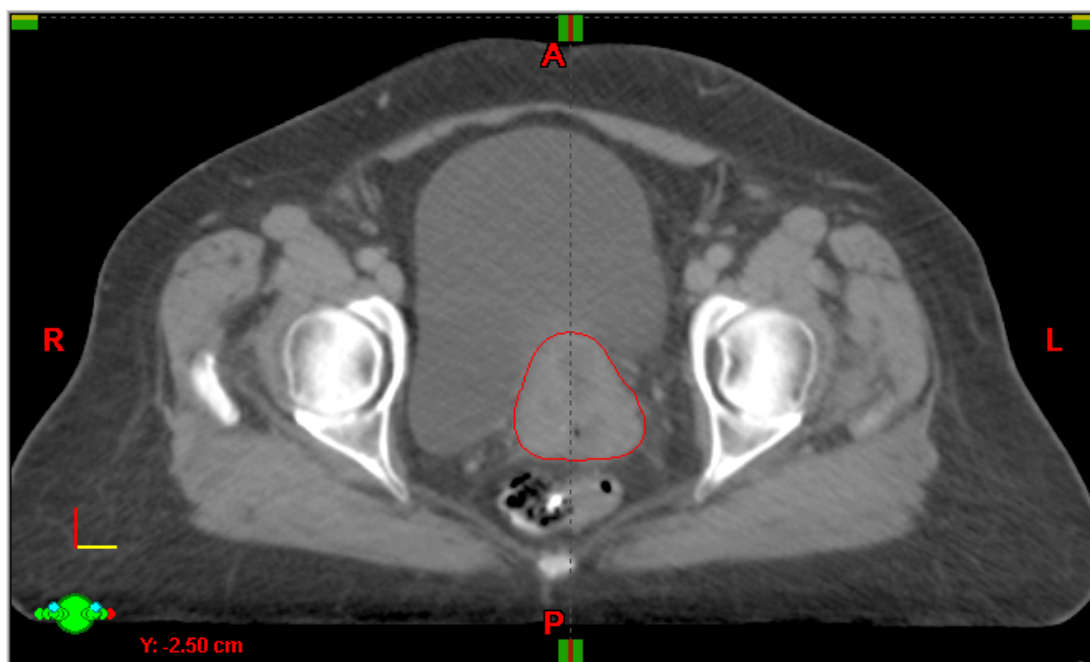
Ilustração do delineamento do GTV na tomografia de simulação (Id: 04).
